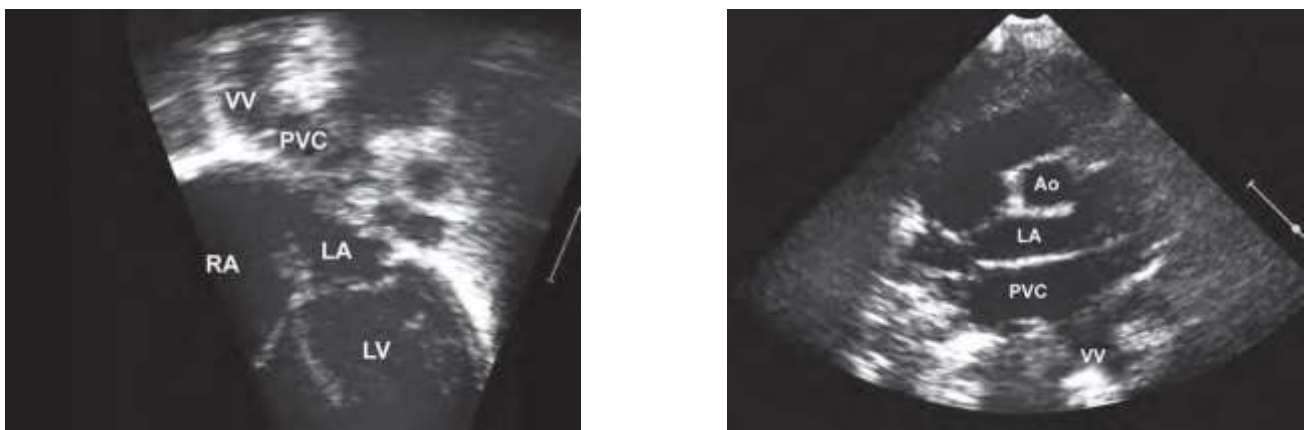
Images échocardiographies A plan Suprasternal , B plans apical montrant le collecteur veineux pulmonaire en arrière de l'oreillette gauche qui est drainé par une veine verticale (VV). La vue apicale à quatre chambres B montre plus clairement la VV provenant du collecteur.
